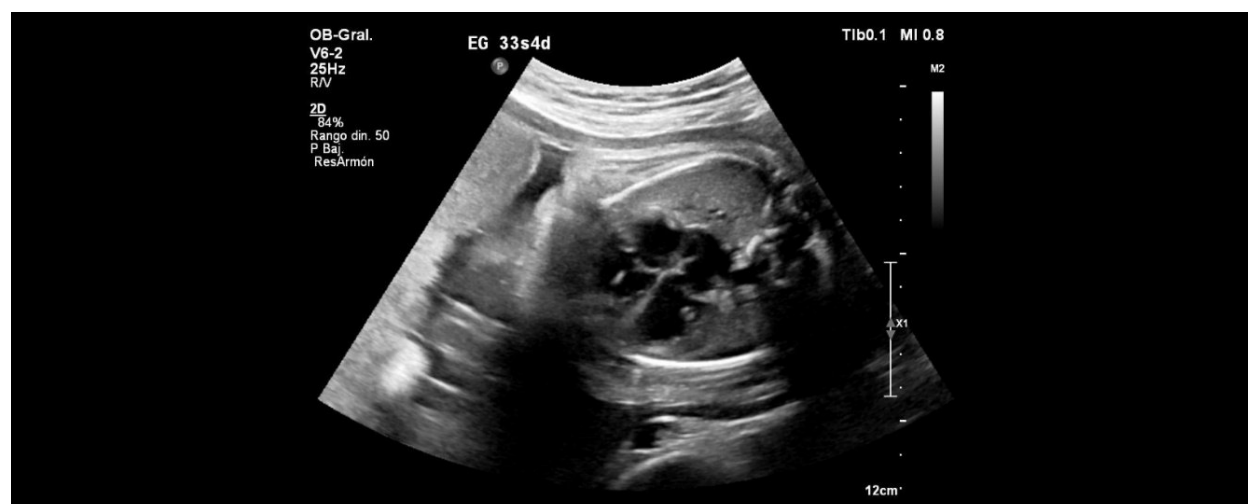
Ecocardiografía fetal sin evidencia de alteraciones estructurales
